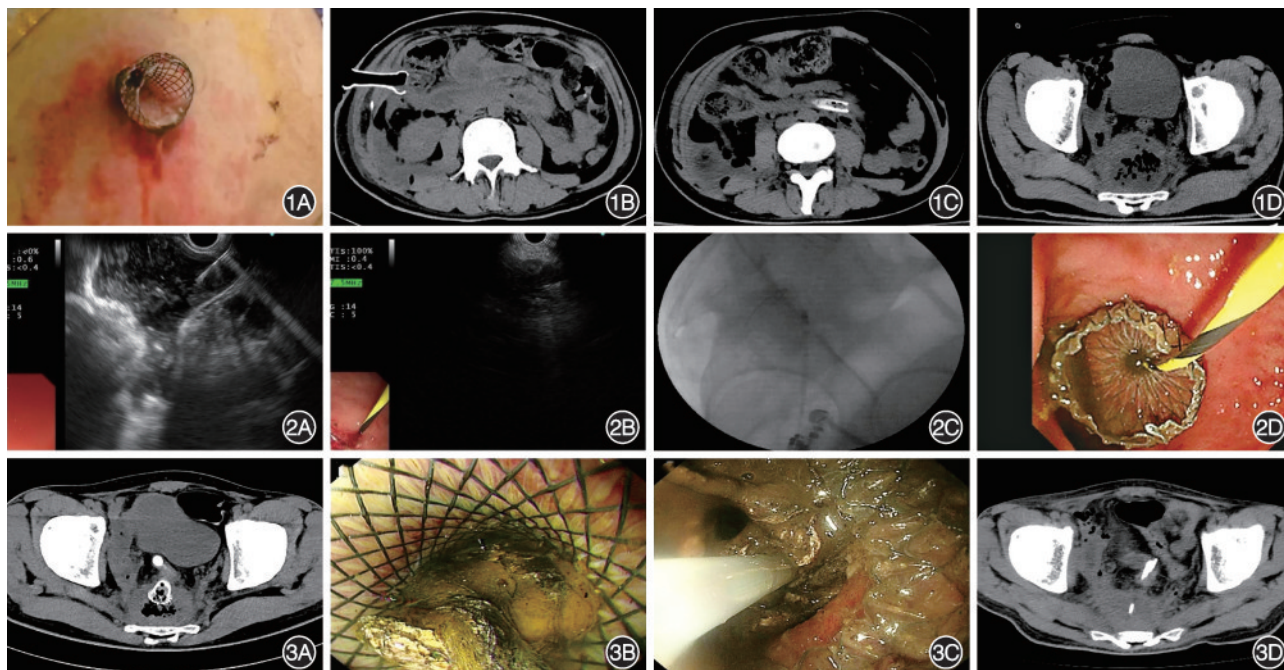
经皮全覆膜自膨式金属支架置入术 1A:经皮置入金属支架;1B:术后48 h复查CT显示金属支架位置良好;1C:拔除金属支架并置入引流管1根;1D:盆腔残留的感染腔 图2 经直肠超声内镜引流术 2A:超声内镜下由直肠穿刺感染囊肿;2B:穿刺成功后置入黄斑马导丝;2C:X线直视下循导丝置入金属支架;2D:释放金属支架可见褐色脓液流出 图3 经直肠胰腺感染性坏死内镜清创术 3A:术后48 h CT显示金属支架位置良好;3B:金属支架管道内见大量坏死物;3C:用圈套器将坏死物从感染腔移入直肠;3D:经3次内镜清创后感染腔几近消失,拔除金属支架并置入塑料支架1根
